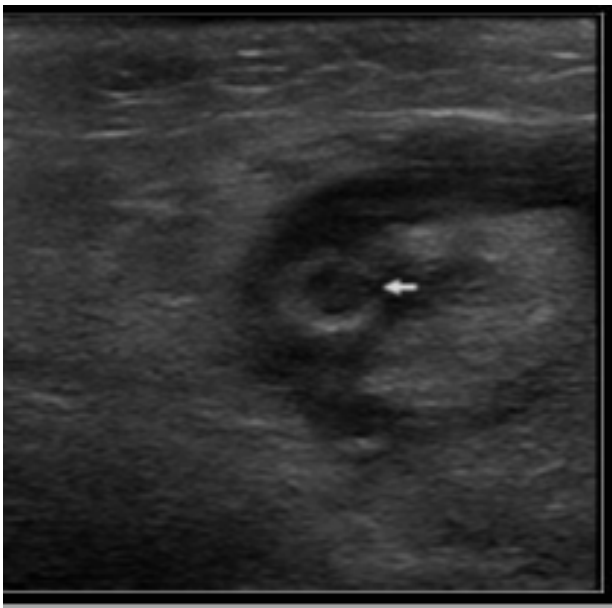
Ultrasonido doppler testicular
